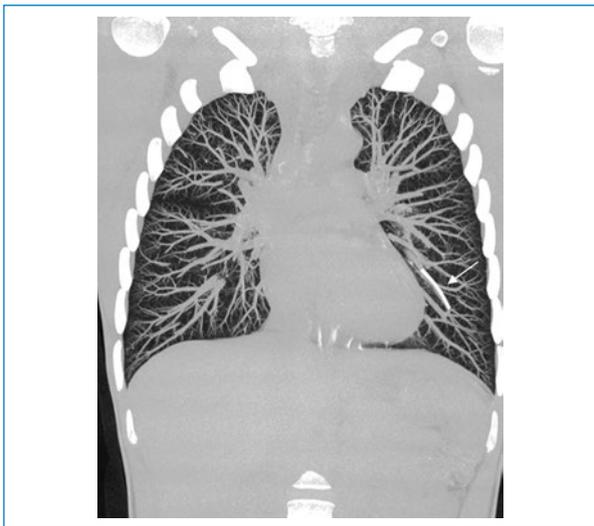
Tomografía computada multicorte de tórax, corte coronal, con reconstrucción MIP del parénquima pulmonar. Se observa una imagen lineal densa de disposición longitudinal en la rama arterial inferior izquierda.
